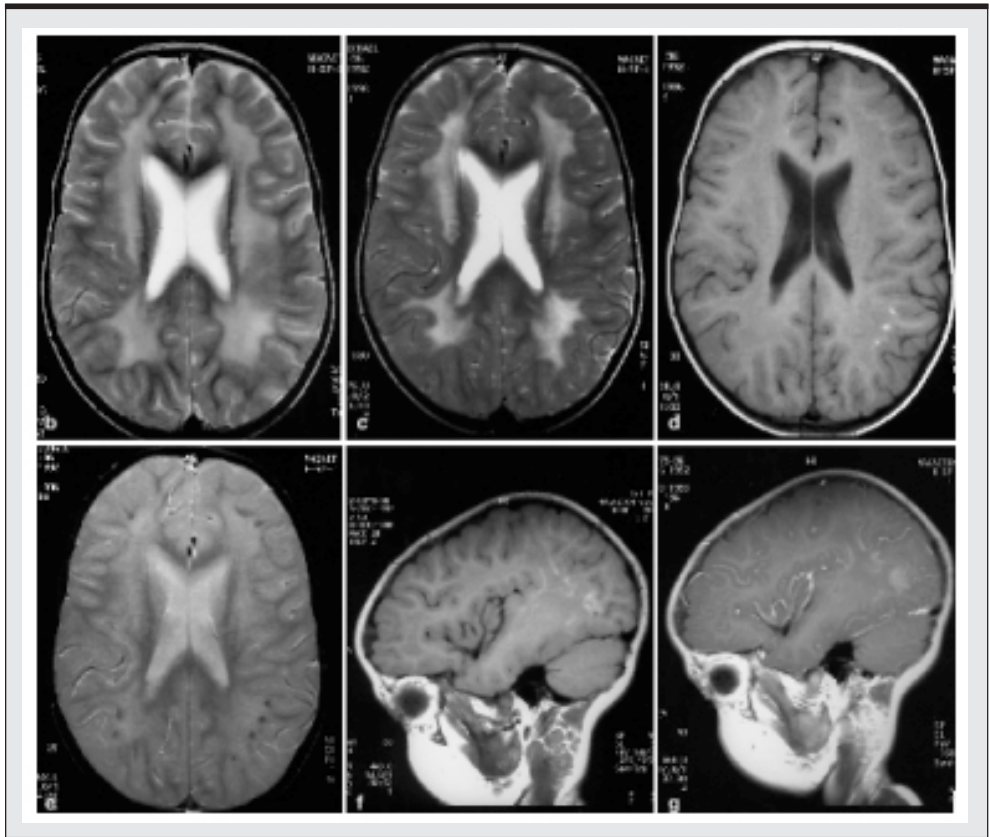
Imagen en T2 de RM. En b se observan hiperintensidades en la sustancia blanca bilateral. c tomada tres meses después, persisten hallazgos en sustancia blanca. Nótese el predominio por el compromiso de lóbulos occipitales y frontales. En f y g secuencias en T1 con contraste, se ve el compromiso principalmente occipital. Modificado de *Pediatr Radiol* 1998 (28): 86-91
